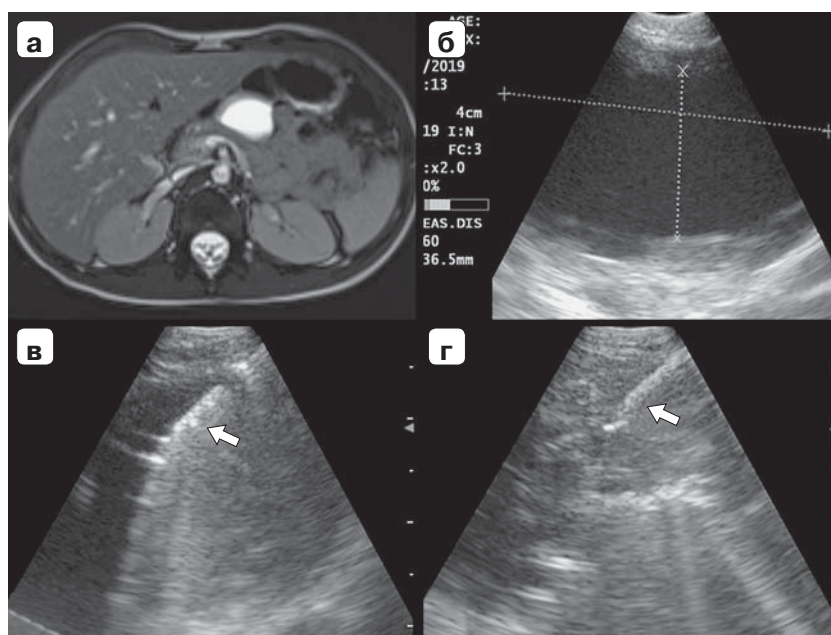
Мезотелиальная киста сальниковой сумки: а — магнитно-резонансная томограмма, кистозное образование в проекции тела ПЖ; б — ультразвуковая эндосканограма, киста с ровными контурами, тонкой стенкой, гомогенным содержимым; в — ультразвуковая эндосканограма, этап пункции кисты; г — ультразвуковая эндосканограма, полная аспирация содержимого кисты. Стрелкой указана пункционная игла.
